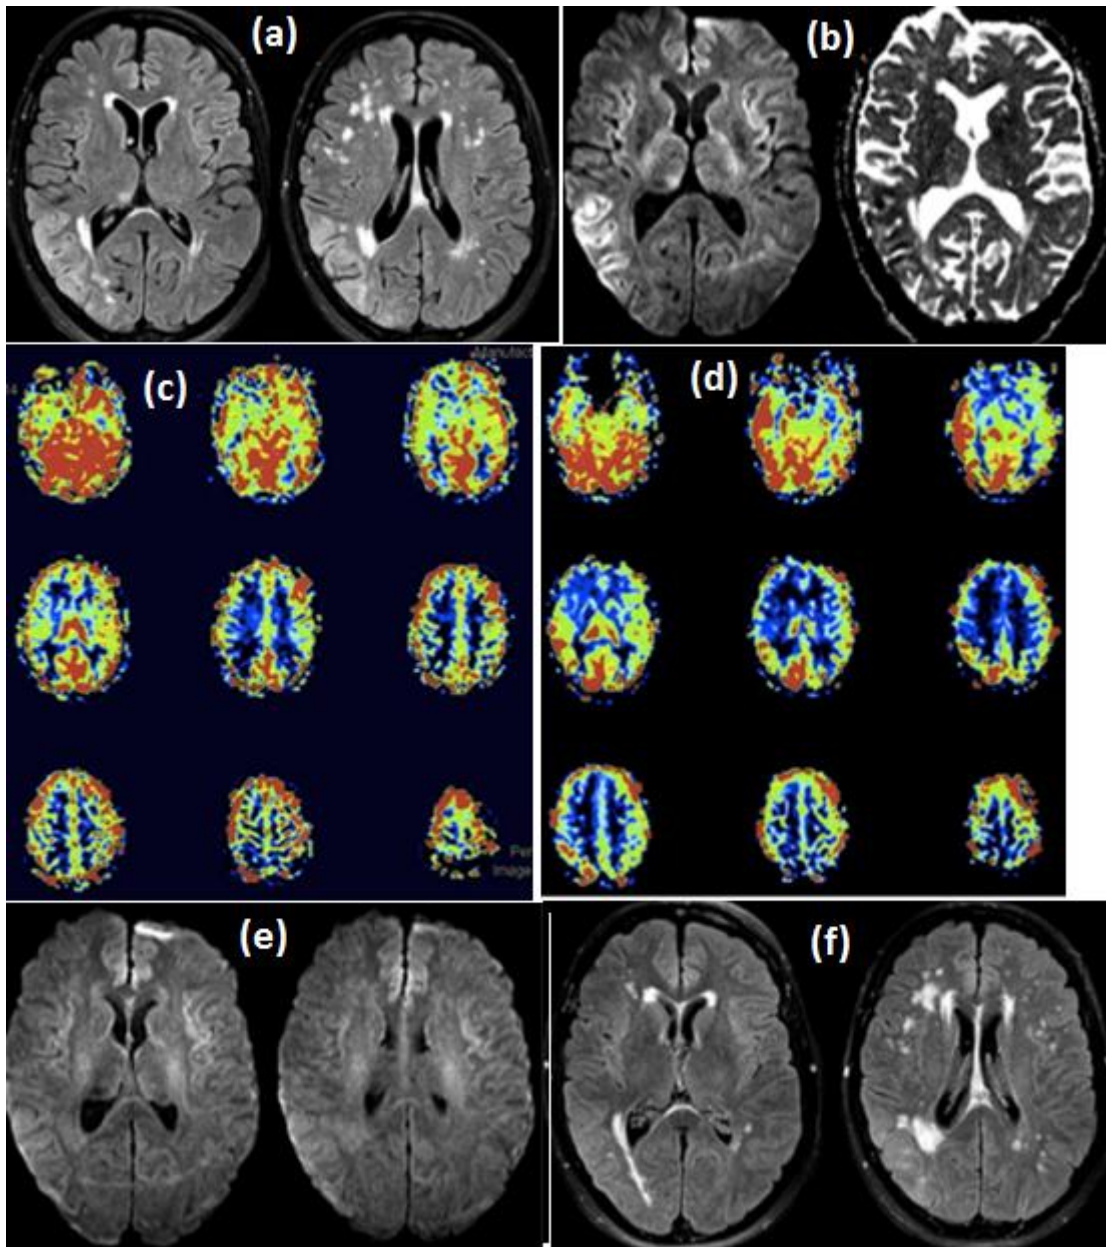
Anomalies transitoires de l'IRM périictale (TPMA)[105].
